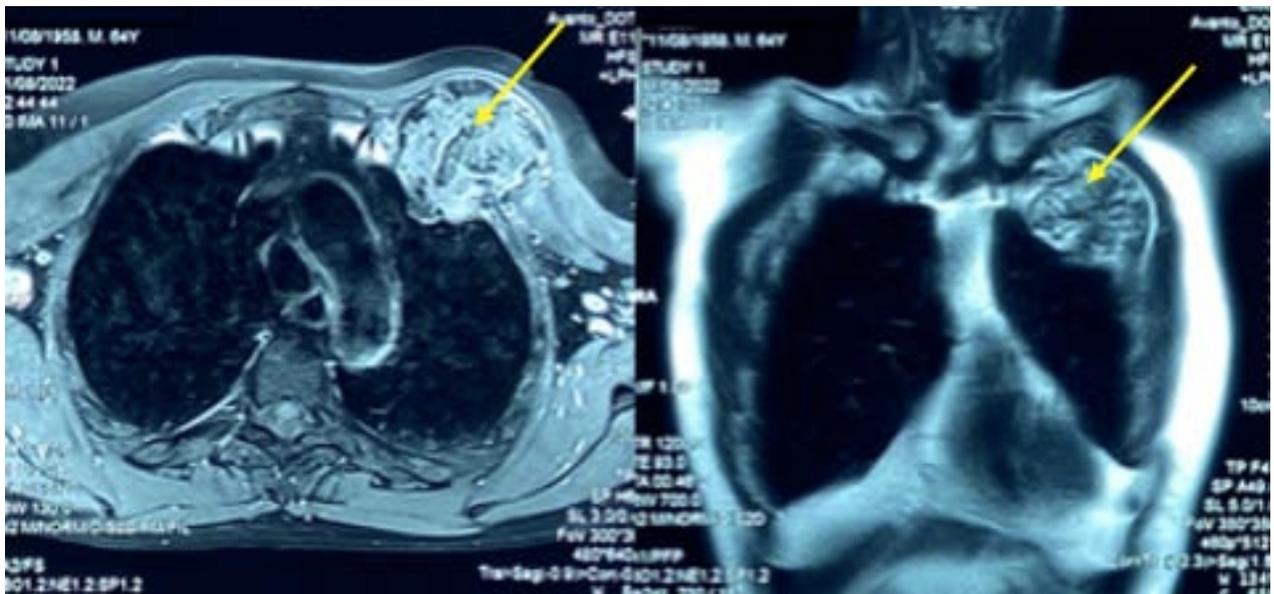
IRM thoracique (le 11/08/2022)
